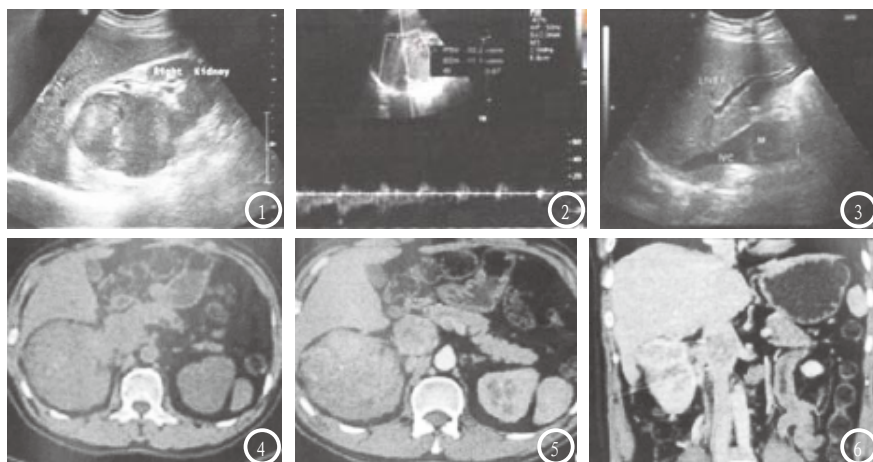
肾上极可见一低回声肿块;图2 肿块内及周围血流信号丰富;图3 下腔静脉可见一低回声癌栓。图4 CT平扫见右肾低密度肿块;图5 增强扫描后肿瘤明显强化;图6 下腔静脉内可见团状低密度癌栓。
